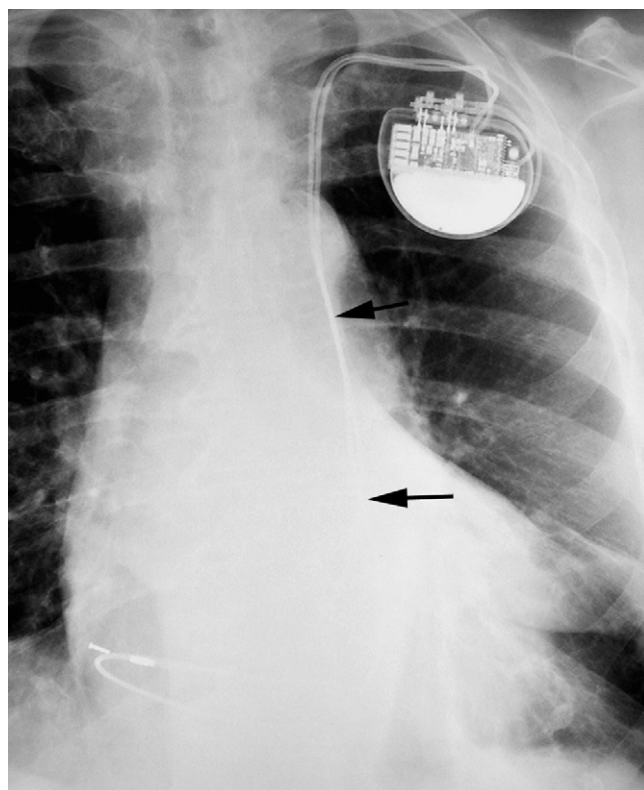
Radiographie thoracique de face.
